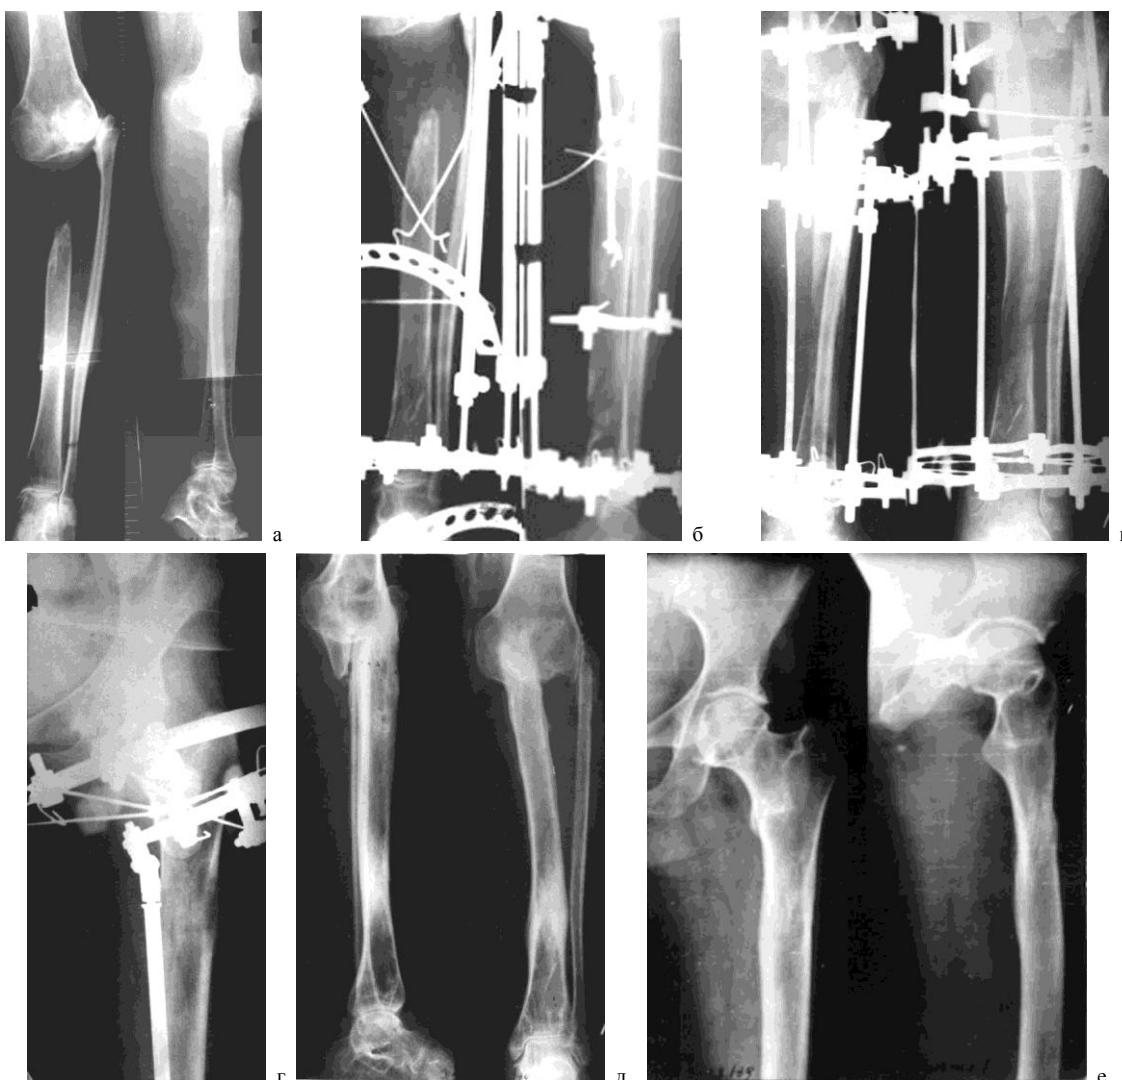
Рентгенограммы больной З.: а- до лечения; б, в, г – в процессе лечения; д, е – после лечения.
